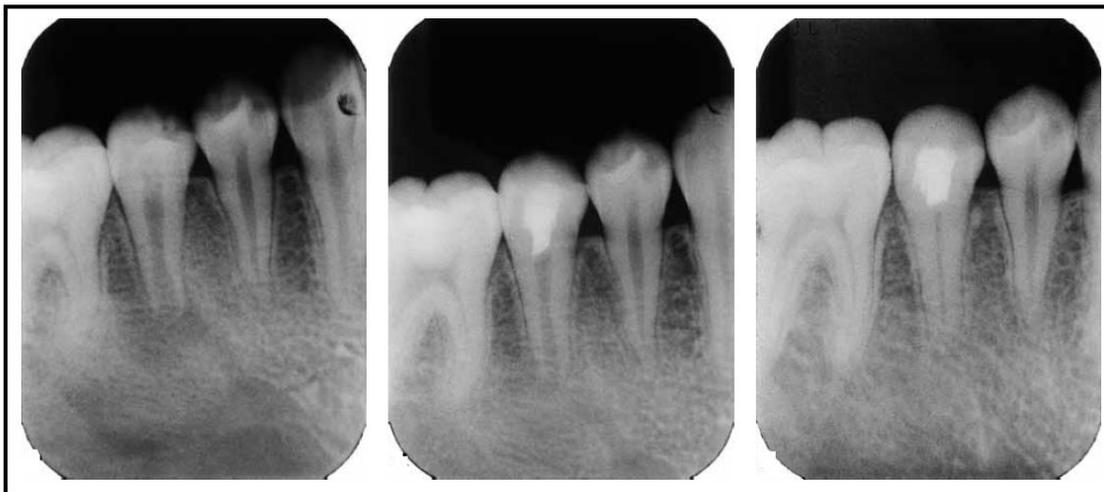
Imagem do dente 45 com envolvimento da região periapical obtida 15 dias após o tratamento inicial. Radiografia do dente 45 realizada 5 meses após a aplicação do hidróxido de cálcio. É observada a formação da ponte de dentina. Radiografia pós-operatória de 30 meses do dente 45. Observado o preenchimento do ápice radicular e o aumento da espessura da parede do canal.
